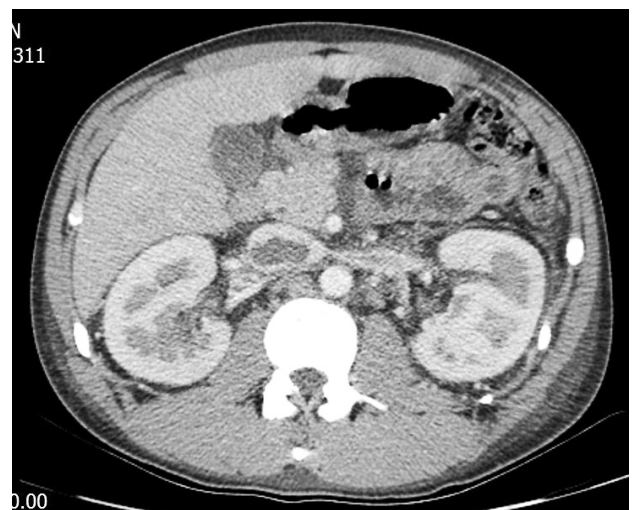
Tomografia de abdome masculino em corte coronal evidenciando trombo de veia cava inferior
